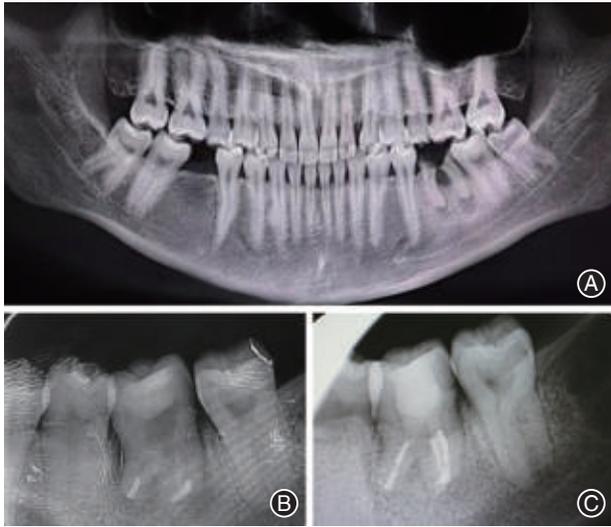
患者,女,20岁,36残冠,使用38牙移植替代36牙治疗过程的影像学资料(主动截根) A:术前CT示36残冠,38垂直位;B:术后即刻根尖X线片可见根尖手术影像,移植牙位置良好;C:术后2个月根尖X线片示根充良好,移植牙愈合良好。
